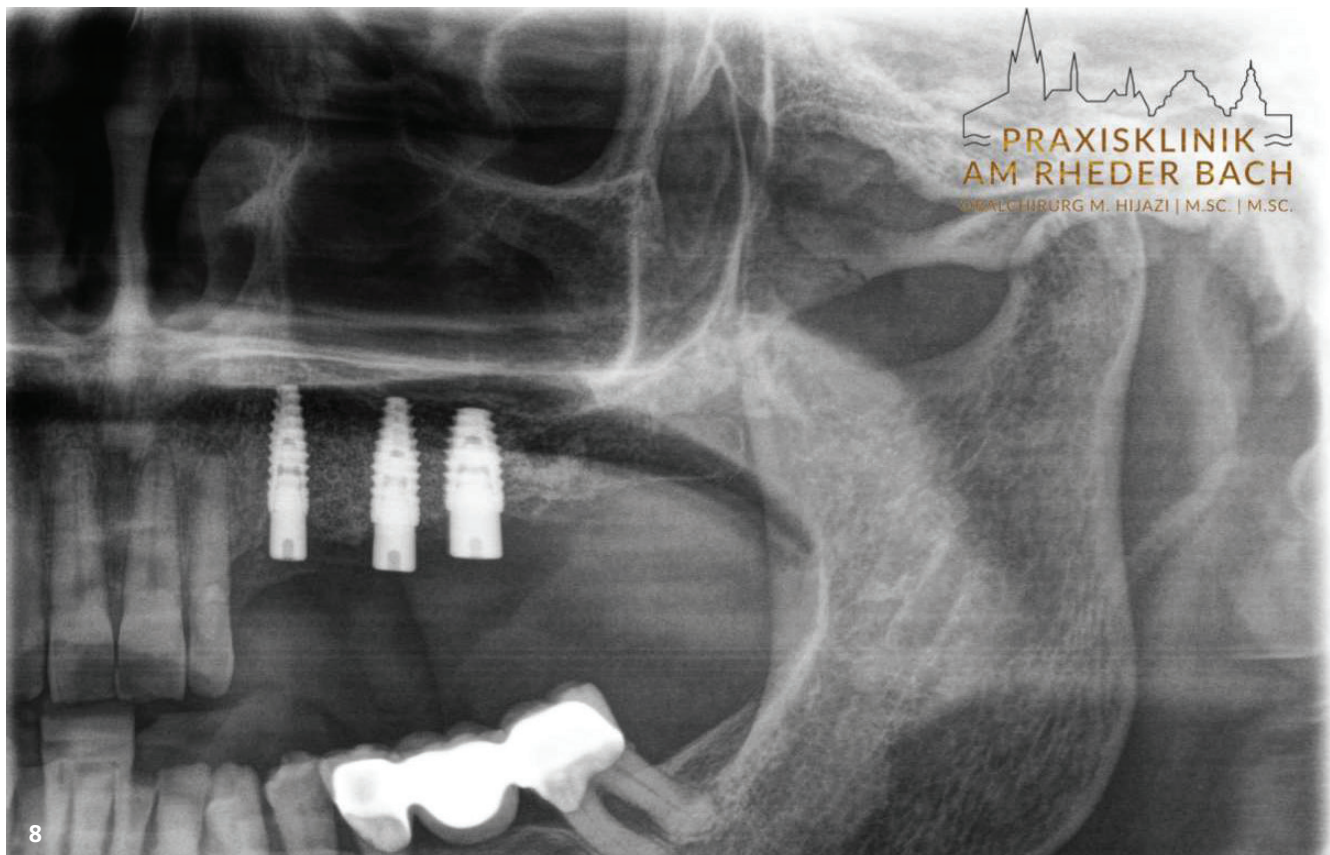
Post-OP-Röntgen: Implantate nach Freilegung.
